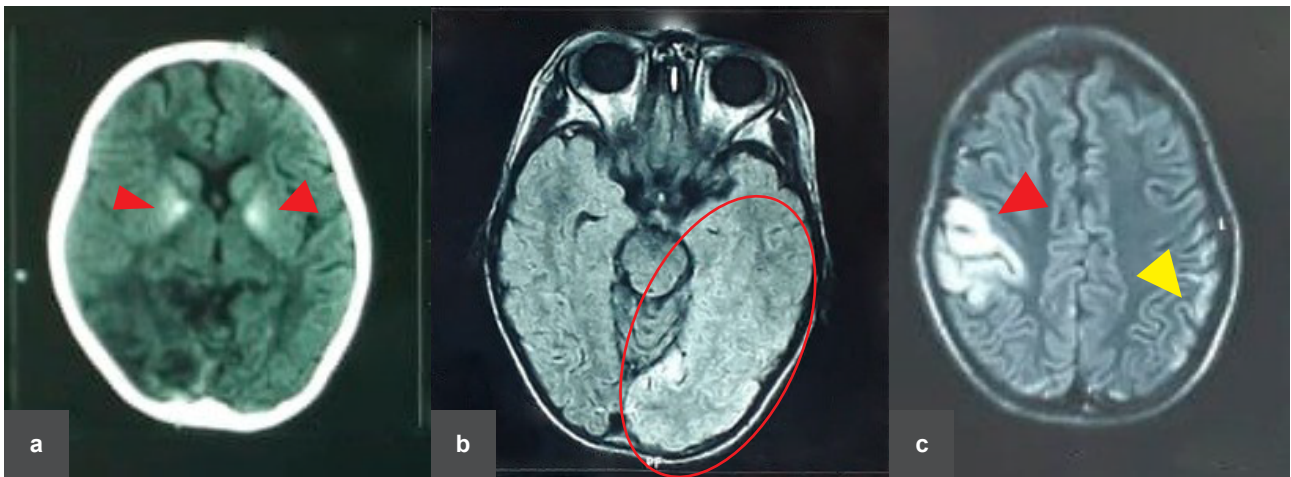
Neuroimágenes Caso 1 Tomografía cerebral, corte axial sin contraste. a) Tomografía cerebral (9años): Calcificaciones bilaterales en núcleos de la base. b) RMN cerebral, axial FLAIR (10años): hiperintensidad en región temporo parieto occipital izquierda. c) RMN cerebral, axial FLAIR (10 años): hiperintensidad en región parieto temporal derecha e hiperintensidad e región parietal izquierda.
